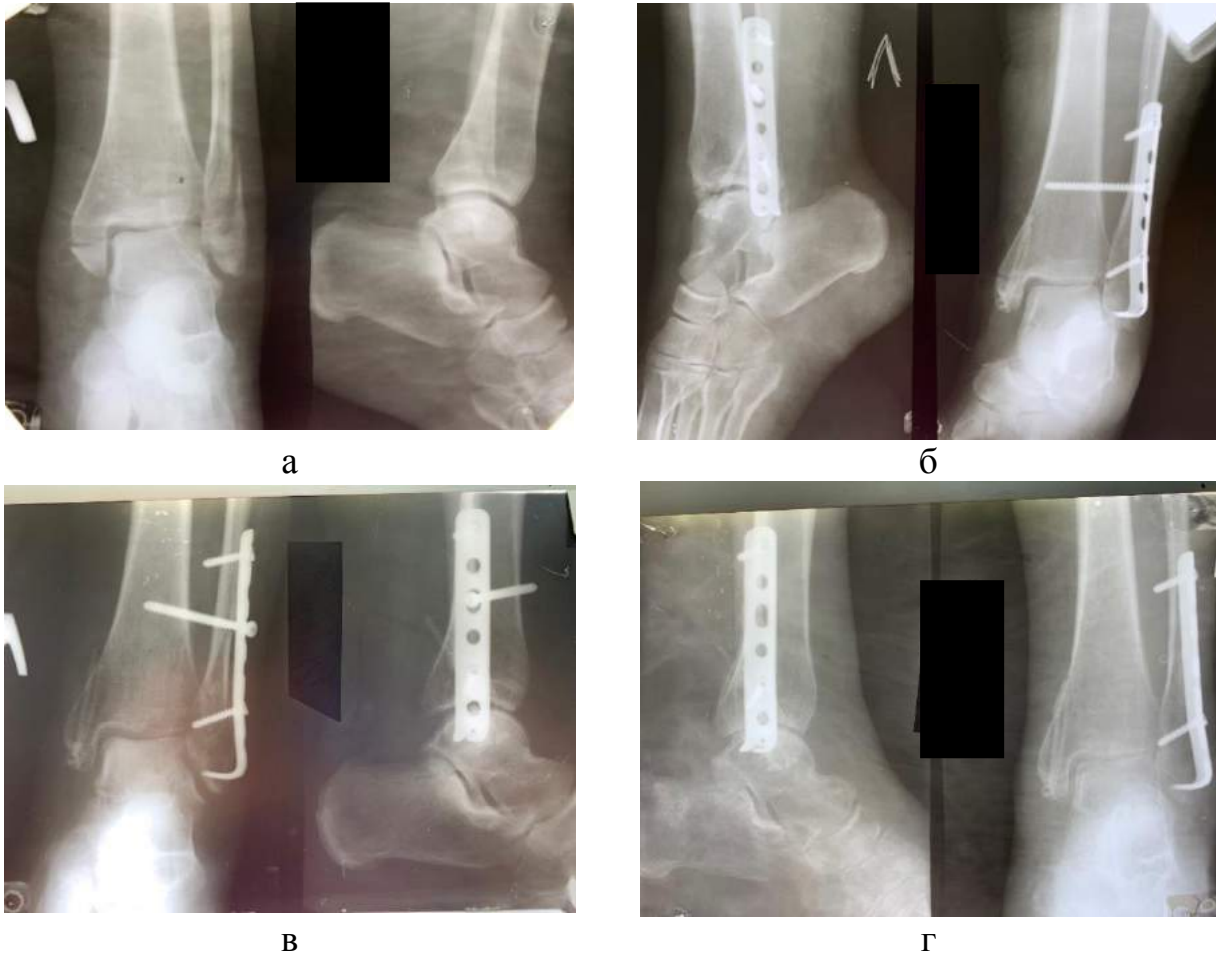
Рентгенограми пацієнтки Н., 53 роки, (історія хвороби № 2599) до операції (а), через 2 (б), 8 (в) і 25 (г) тижнів після неї.
